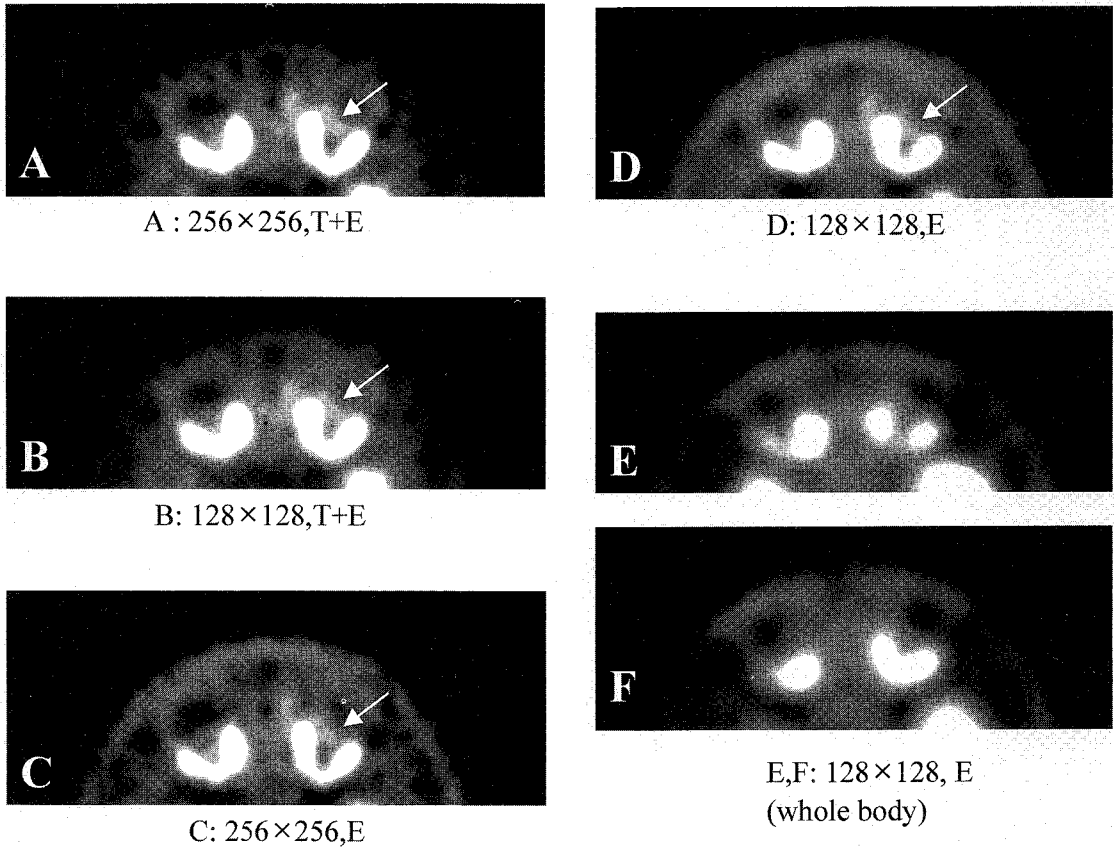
There was no diagnostic differences among different reconstruction methods in F-18-FDG PET of intraocular tumors. However, the image quality of 256×256 matrix (A, C) was better than 128×128 matrix, (B, D). Regional images with 15 minutes of acquisition (A, B, C, D) showed increased uptake in left eye ball, while whole body scan with 7 minutes of acquisition (E, F) did not reveal the lesion. No significant difference existed according to attenuation correction. (T+E=with attenuation correction; E=without attenuation correction).
